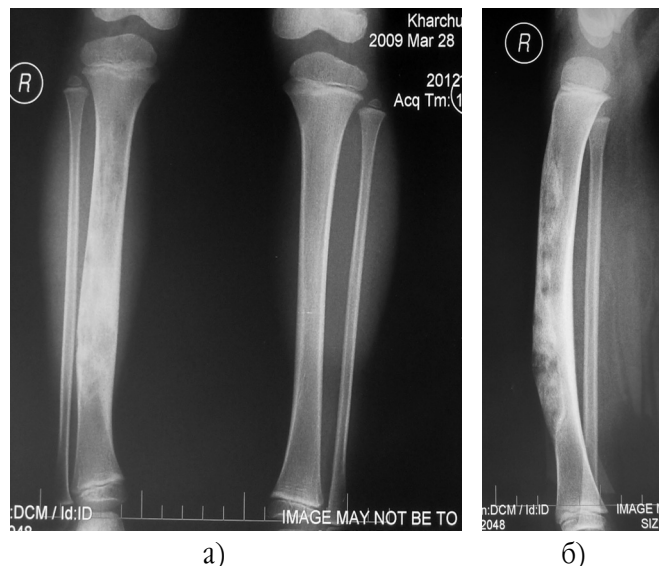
Рентгенограма хворого Х., 3 роки:
